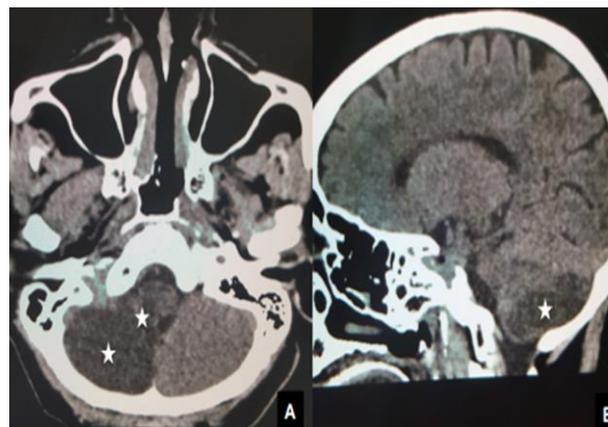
TDM cérébrale sans injection IV de produit de contraste iodé en coupe axiale A et en reconstruction sagittale B montre : Une hypodensité cérébelleuse droite touchant l'angle ponto-cérébelleux, circonscrite au territoire vasculaire de la PICA en faveur d'un AVC Ischémique subaigu.
